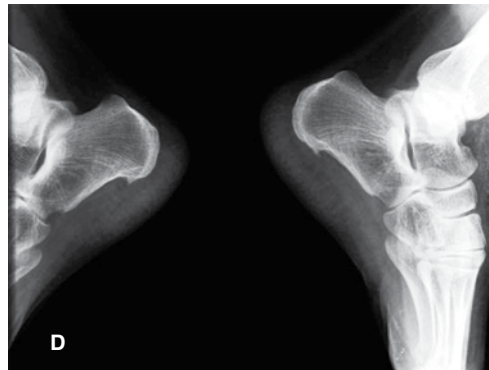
Radiografía simple lateral de ambos calcáneos.
